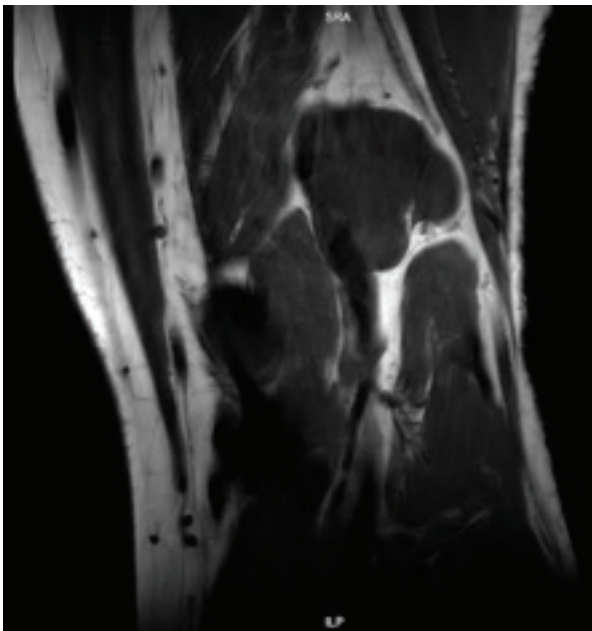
MRI Coronal T1 Pre and Postcontrast images:
